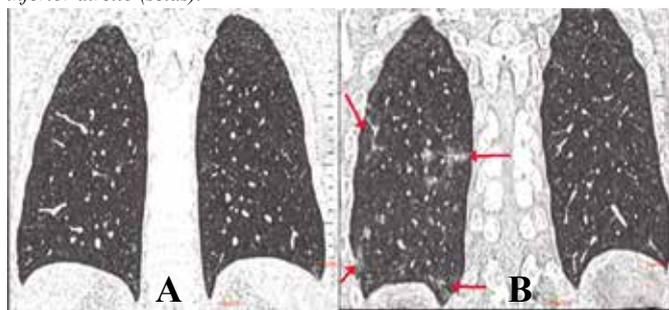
Mesmo paciente da figura anterior: Reconstruções Coronais. TC de 3/7/2020 (A) e TC de 17/7/2020 (B). Nesta evidenciando-se vários pequenos focos de atenuação em vidro fosco nas regiões posteriores do pulmão direito (setas).
